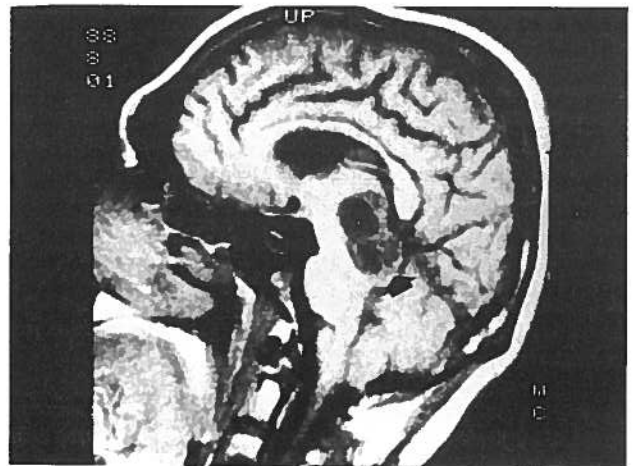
Germinoma da região pineal (seta) demonstrado por ressonância magnética.
